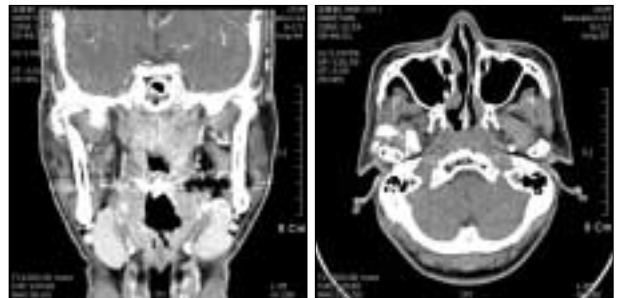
Preoperative CT. CT showed multiple calcified bodies in the right temporomandibular joint space and sclerotic changes around the right temporomandibular joint. Bony erosion and destruction were not seen in the both temporomandibular joint.
